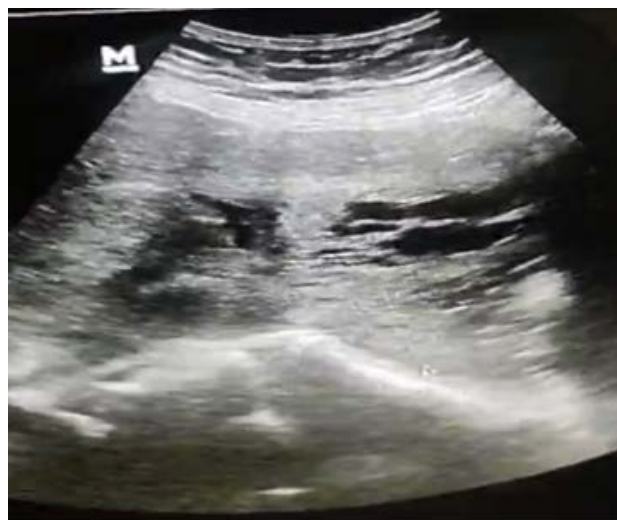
Ultrasonido pélvico, tumor retrouterino.
